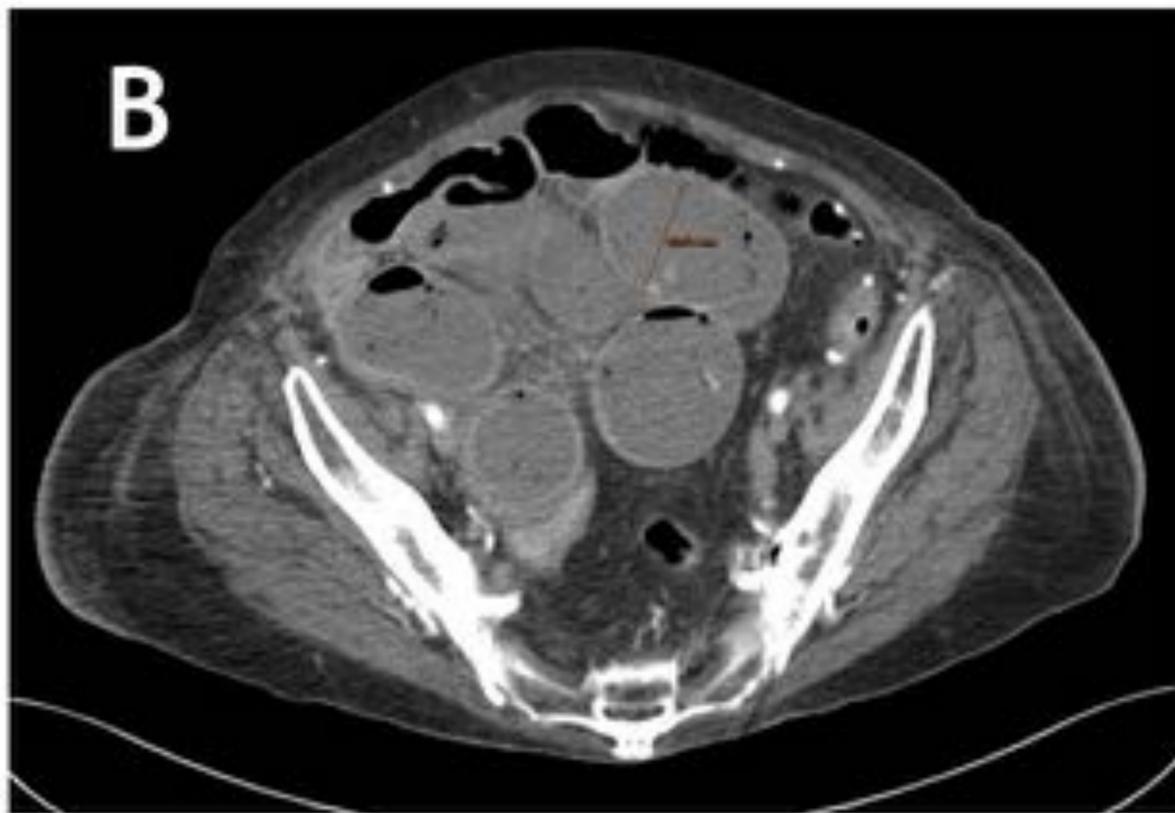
(A) Ecografía de un paciente de 80 años que comienza con náuseas, vómitos y dolor abdominal. Importante dilatación de asas de intestino delgado con un calibre máximo de 4.8 cm, con movimiento “en vaivén” de su contenido. Hallazgos que sugieren obstrucción de asas intestino delgado por bridas. (B) Corte axial de TC donde se muestran asas de intestino delgado distendidas con patrón en “miga de pan”, apreciándose un cambio de calibre en la pelvis mayor-FID. Íleon distal y marco cólico de calibre normal.
